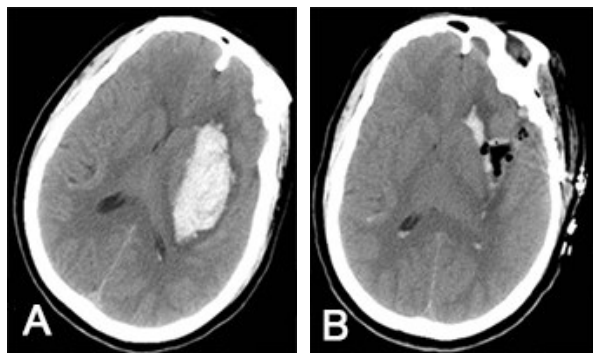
高血压性基底节区出血经外侧裂岛叶入路显微手术治疗前后头部CT
